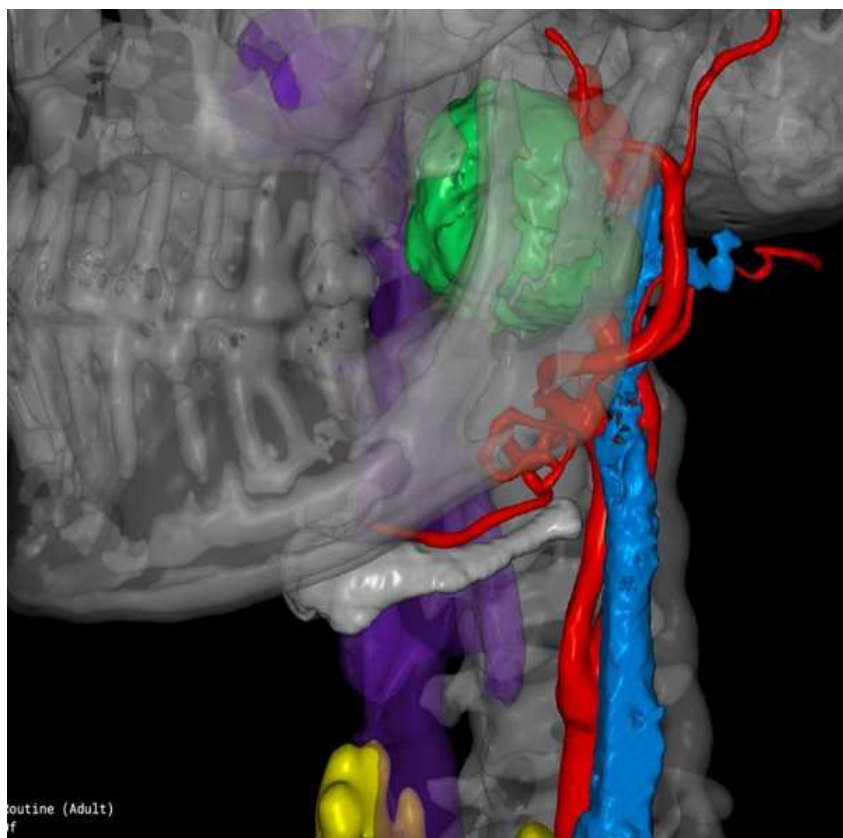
Трехмерное сегментированное МСКТ изображение с венозными и артериальными сосудами шеи для использования в очках дополненной реальности.
